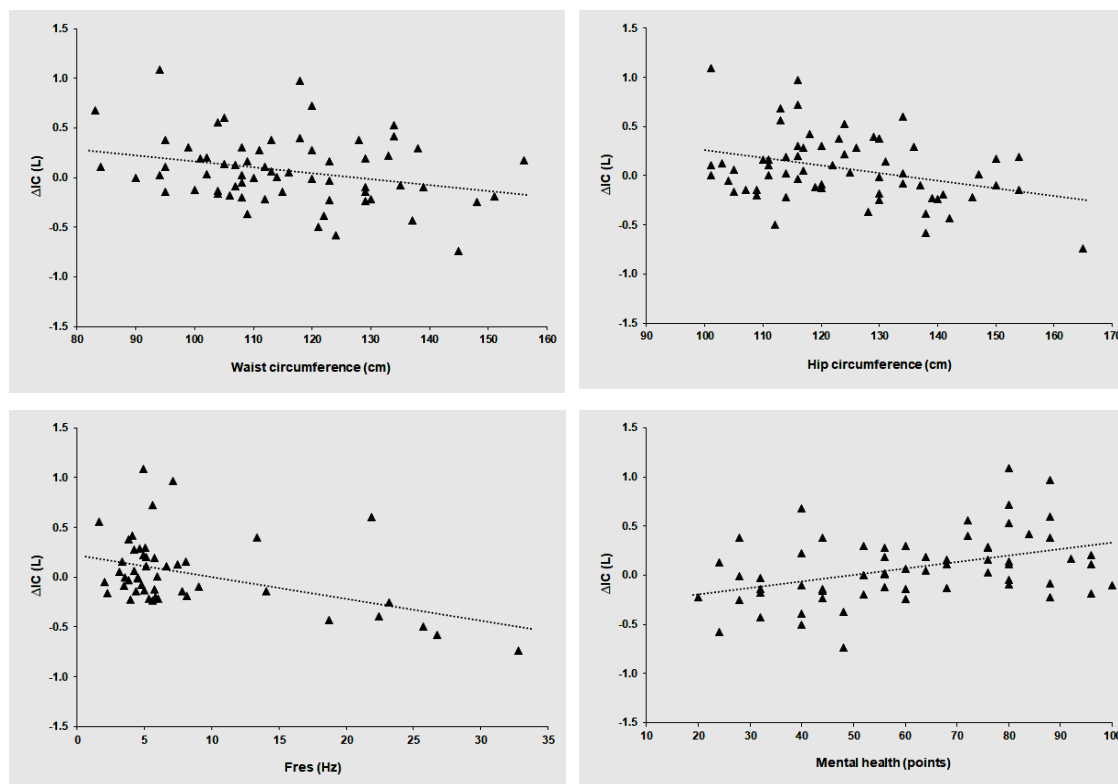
Relationships of the variation in inspiratory capacity during Glittre-ADL test (ΔIC) with waist circumference ($r_s = -0.252$, $p = .045$) (A), hip circumference ($r_s = -0.247$, $p = .049$) (B), resonance frequency (F_{res} , $r_s = -0.339$, $p = .017$) (C) and mental health ($r_s = -0.419$, $p = .001$) (D).
